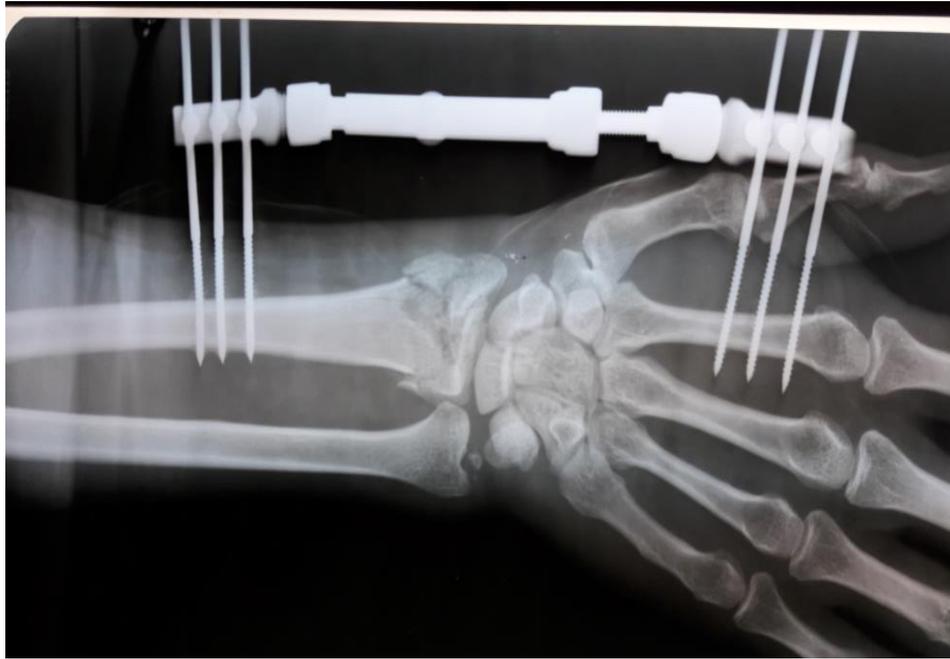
Radiografía que muestra fractura conminuta del radio distal.
